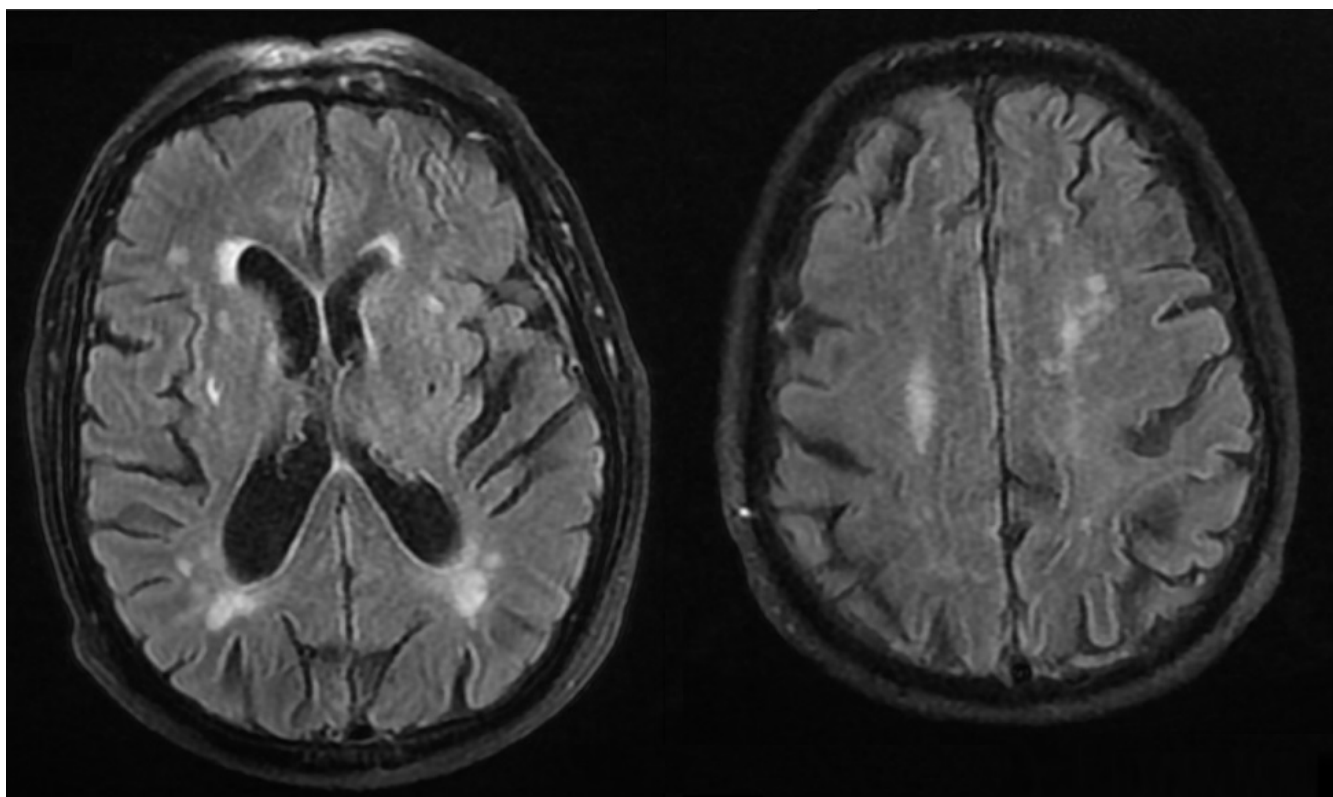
RM cerebral: cortes coronales de secuencias potenciadas en FLAIR. Existencia de leucoaraiosis grado II, de mayor intensidad en lóbulo parietal y de la ínsula. Cierta hiperintensidad de señal en la zona lateral derecha de la protuberancia posiblemente en relación con leucoaraiosis protuberancial. Moderada reducción del volumen cerebral y, en consonancia, sistema ventricular ligeramente prominente.
